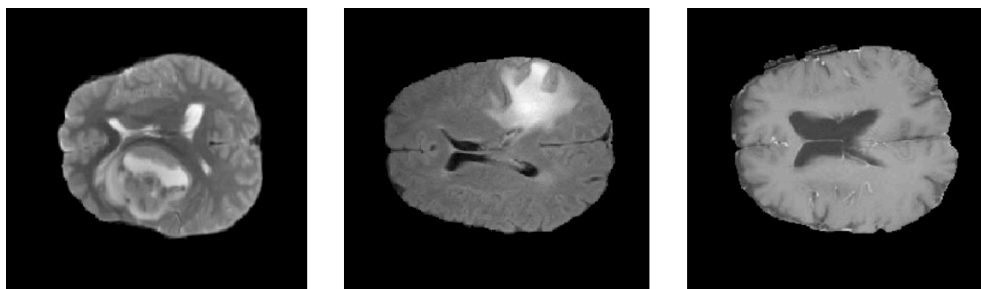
Примеры срезов МРТ изображений (справа ”здоровый” мозг)
